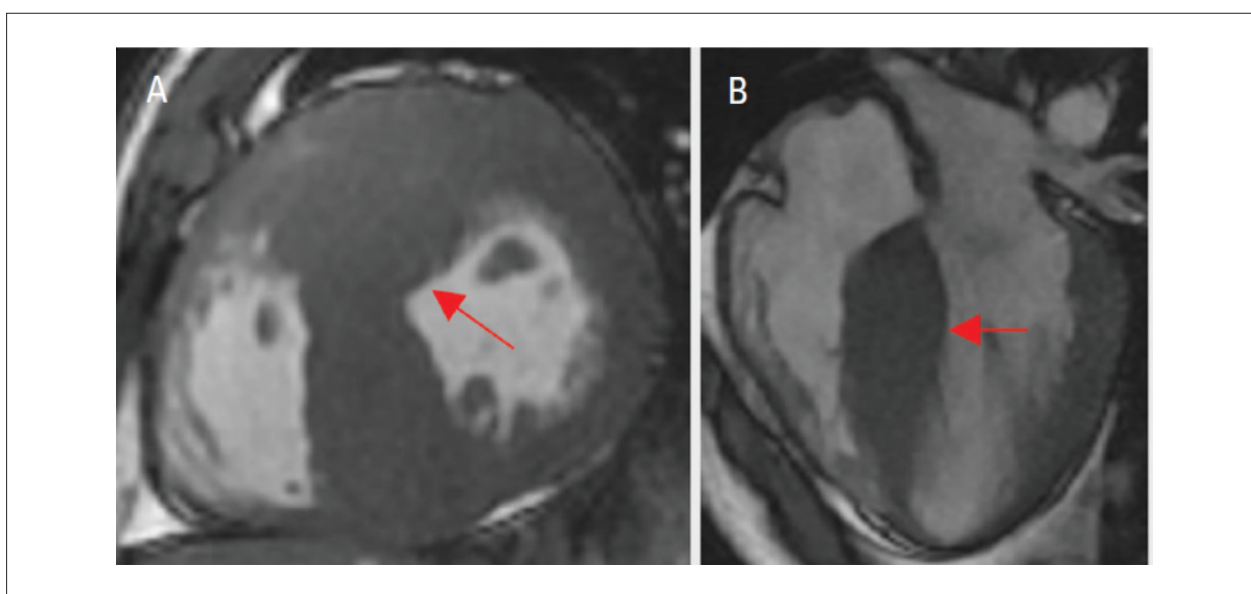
Ressonância Magnética Cardíaca para diagnóstico diferencial de Miocardiopatia Hipertrófica x Coração do Atleta.
